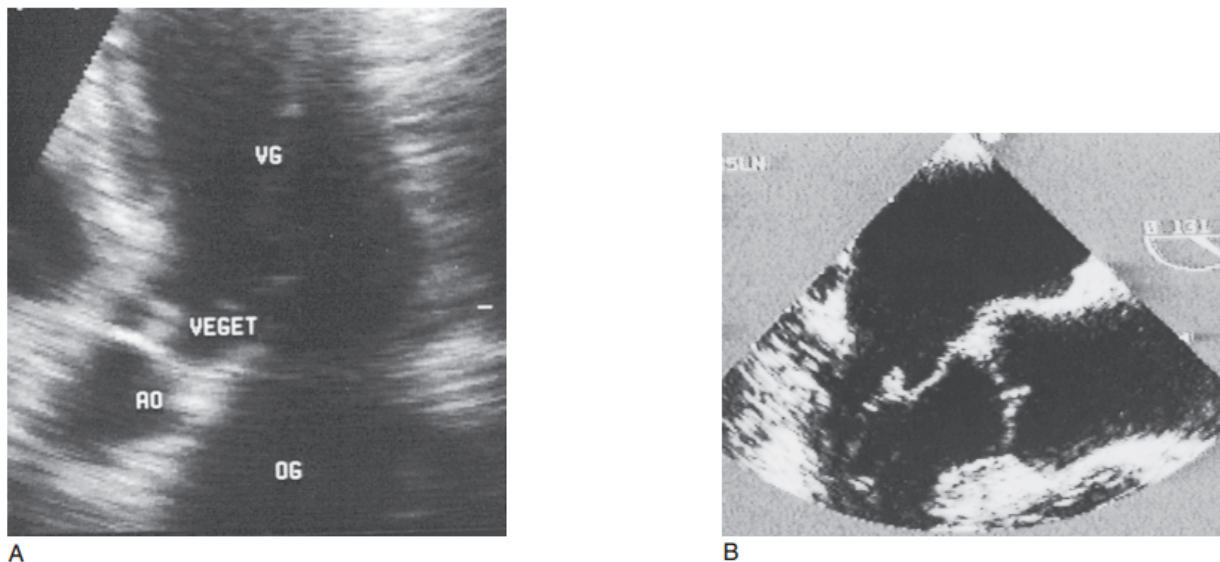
Végétations infectieuses de la valve aortique en échocardiographie transthoracique (a) et de la valve mitrale en échocardiographie transœsophagienne (b). Noter la meilleure définition et précision des images avec cette dernière technique (clichés dus à l'obligeance du Dr Klimczak) (279).*
